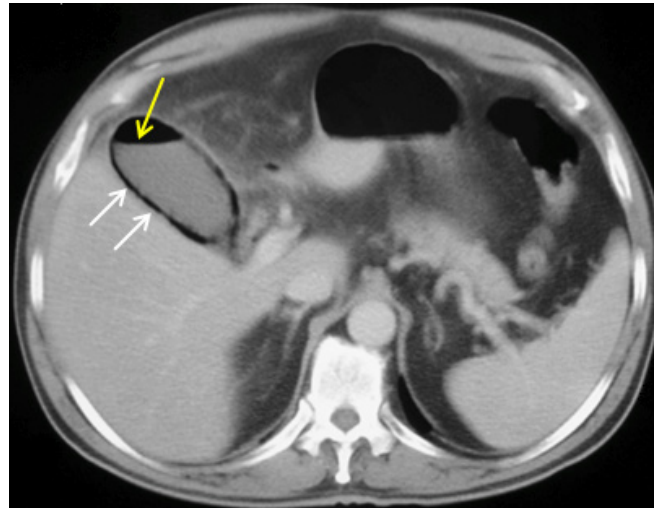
Corte axial de TC de abdomen simple, las flechas blancas señalan aire en la pared de la vesícula biliar y la flecha amarilla indica aire en su luz.
